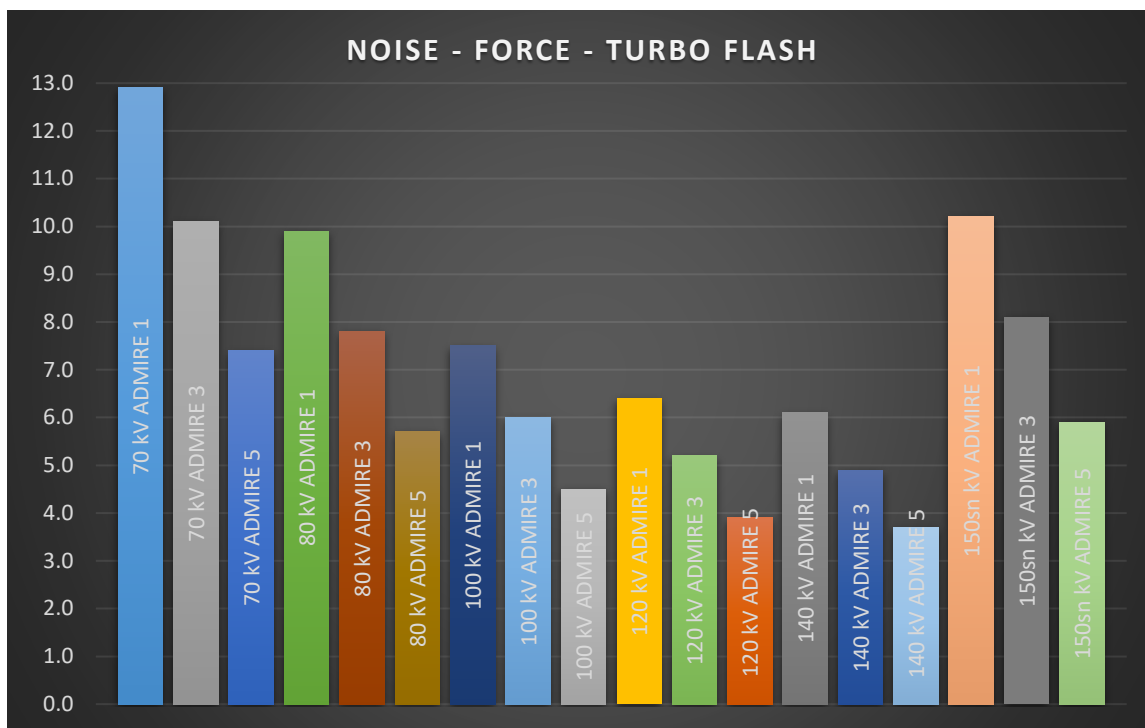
RUMORE AL VARIARE DI ADMIRE E DELLE ENERGIE IN CT FORCE, ACQUISIZIONE TURBO FLASH
